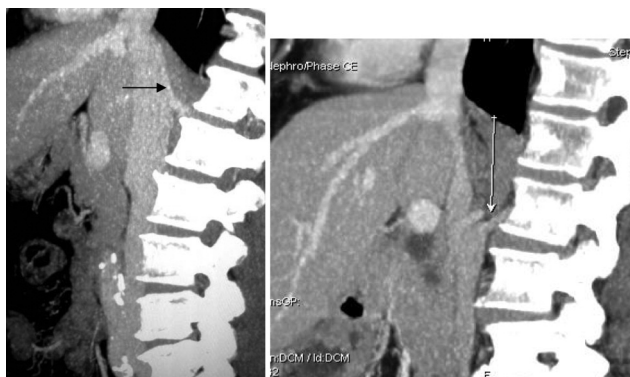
МСКТ нижней полых вены. а, б — сагиттальные реконструкции. Визуализируется крупная вариантная вена, дренирующаяся в ретропеченочный отдел НПВ
